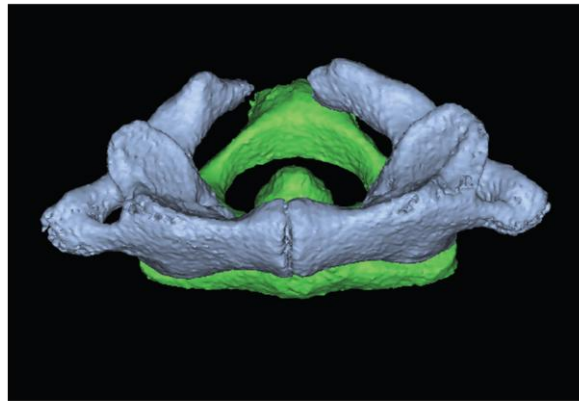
Visualización ósea de una hendidura del hueso atlas en una Tomografía Cone-Beam.
